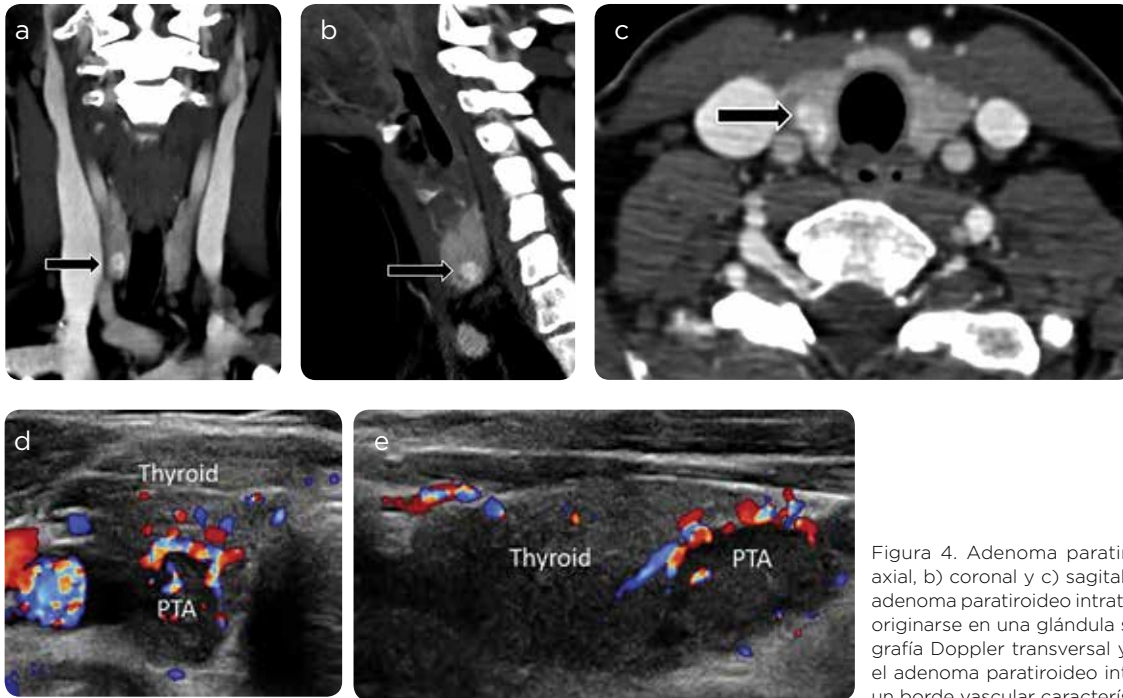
Adenoma paratiroideo intratiroideo. a) TC axial, b) coronal y c) sagital poscontraste muestran un adenoma paratiroideo intratiroideo derecho (que puede originarse en una glándula superior o inferior). d) Ecografía Doppler transversal y e) longitudinal: confirman el adenoma paratiroideo intratraqueal hipoeicoico, con un borde vascular característico.
